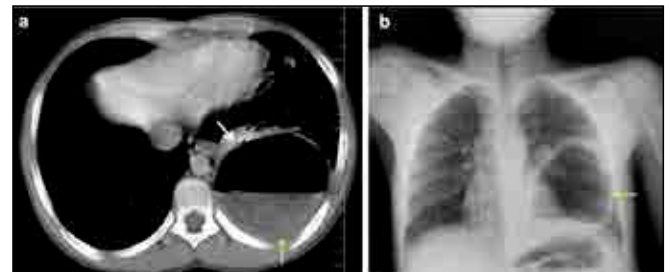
Nefes darlığı, göğüs ağrısı ve öksürük şikayetleri olan 6 yaşındaki hastanın toraks BT görüntüleri. a,b) Sağ akciğerin tamamına yakını dolduran dev kistin duvarında rüptürü gösteren "air bubble sign" ile uyumlu havalar izlenmektedir (oklar).
